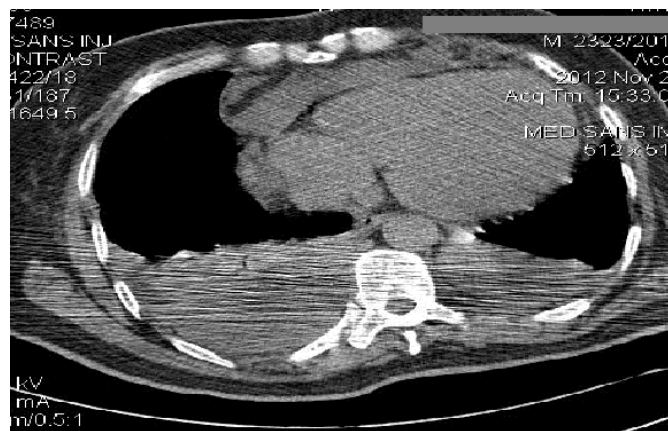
TDM thoracique sans injection de produit de contraste. Il existe un épanchement pleural bilatéral associé à une infiltration tissulaire de la paroi
